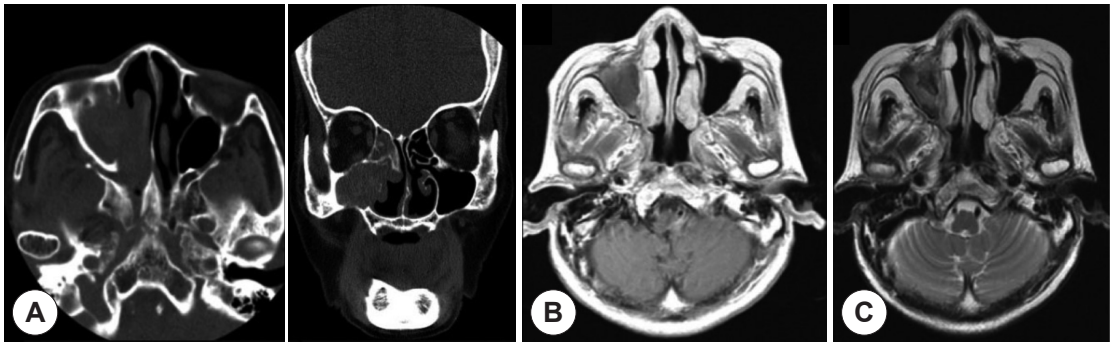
Preoperative paranasal computed tomography and magnetic resonance imaging findings. A : Soft tissue density in right maxillary sinus with central hyperintense area and medial maxillary bony wall erosion. B, C : Central low signal in right maxillary sinus in T1 weighted image and signal void in T2 weighted image.
